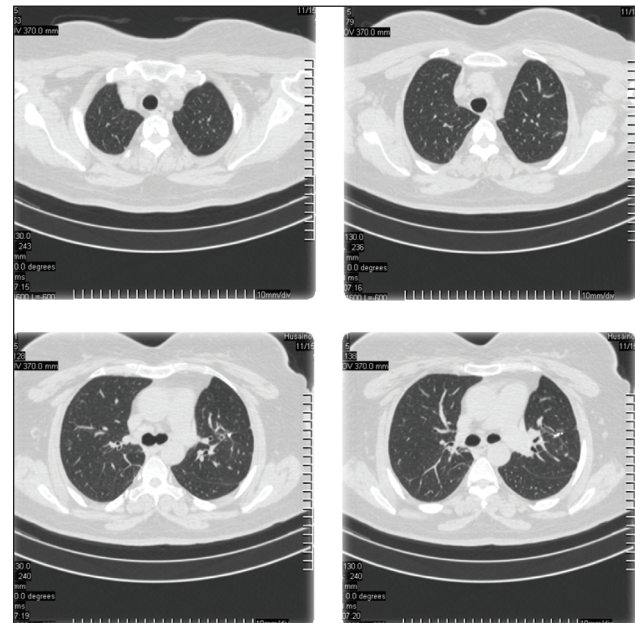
Компьютерная томограмма больной Х. через 11 месяцев после выписки.
